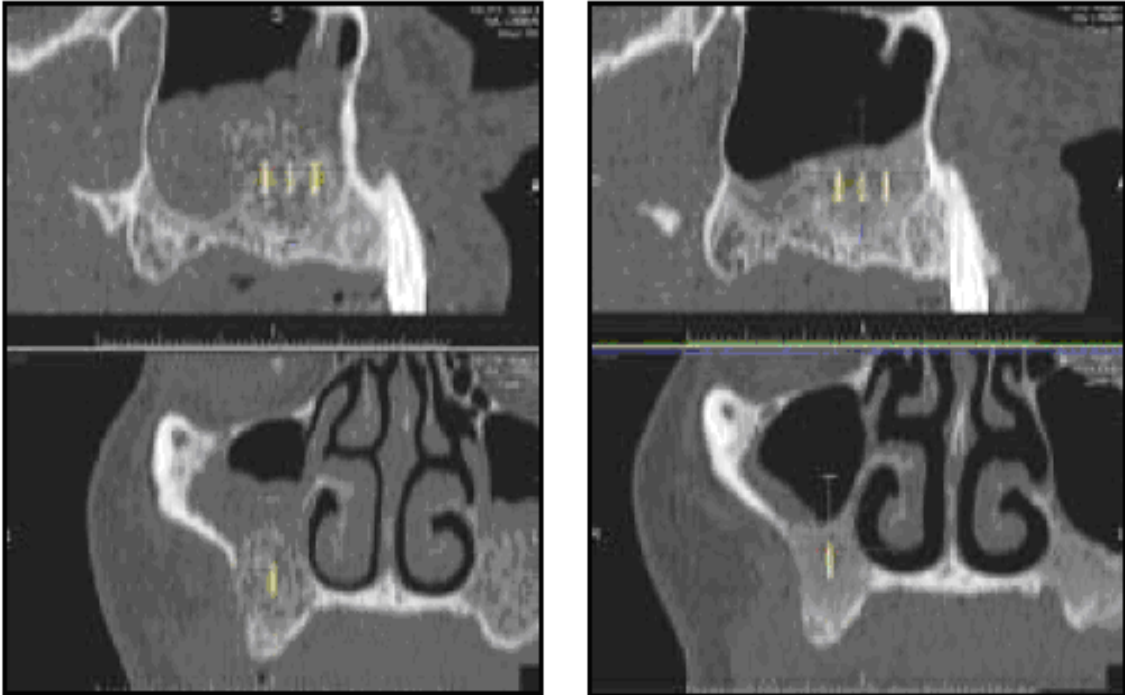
Paciente 3: tomografias do seio maxilar direito (2 esponjas) tiradas imediatamente após o enxerto (à esquerda) e 6 meses após o enxerto (à direita).
